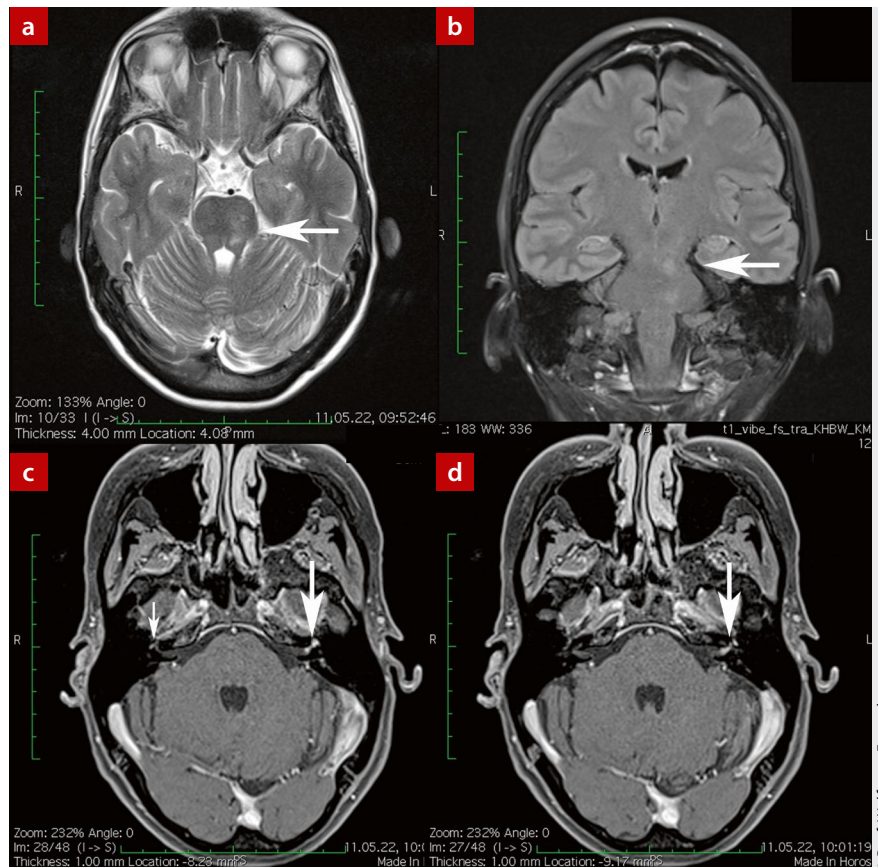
a) T2-Wichtung transversal in Schichtung wie in Abb. 1a; b) FLAIR koronar ähnlich wie in Abb. 1d, der Pfeil zeigt auf die bekannte unscharf begrenzte Läsion im Hirnstamm; c) und d) fettgesättigte T1-Wichtung Dünnschicht 1 mm nach Kontrastmittel: Der Pfeil zeigt jeweils auf den inneren Gehörgang. Die Kontrastmittelaufnahme zieht sich Richtung Fazialisknie. Auf der Gegenseite (kleiner Pfeil in d) ist die physiologische, geringe Kontrastmittelaufnahme im Ganglion des N. facialis zu sehen.
